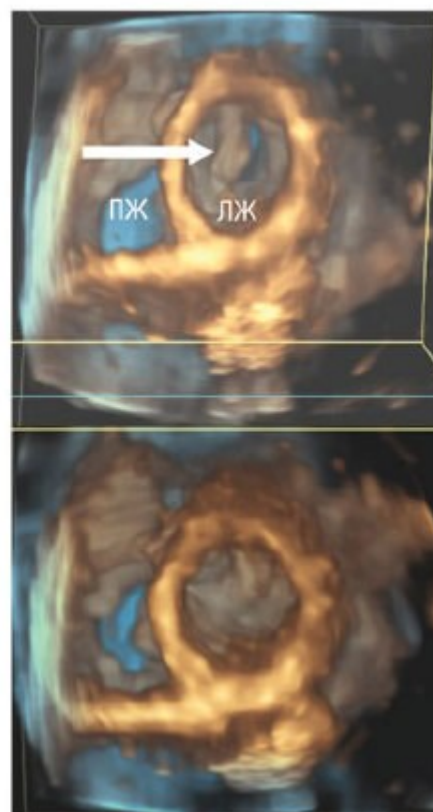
А - трехмерная эхокардиография. Вместо изображения в одной плоскости при 2D-ЭхоКГ "набор объемных данных" получается в процессе сканирования. Использование различных опций для последующей обработки (постпроцессинга) позволяет
